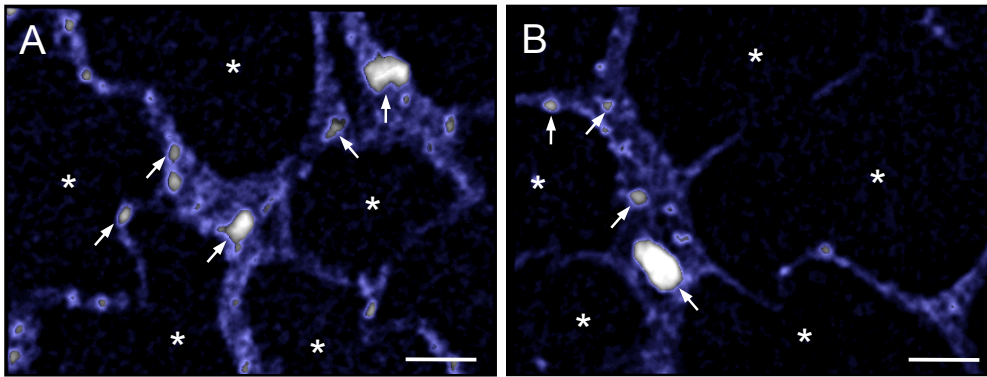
A,B: μ CT-Rekonstruktion eines Polyurethan-Scaffolds, das mit undifferenzierten adMSC-Sphäroiden (A) und mit differenzierten adMSC-Sphäroiden (B) besiedelt wurde, an Tag 14 nach Implantation in die Rückenhautkammer. Die Hydroxylapatit-Partikel (grau, Pfeile) der Polyurethan-Scaffolds (blau) sind deutlich sichtbar, wohingegen die Scaffold-Poren (Sterne) komplett frei von mineralisierter Matrix sind. Maßstab: A, B = 80 μ m.
